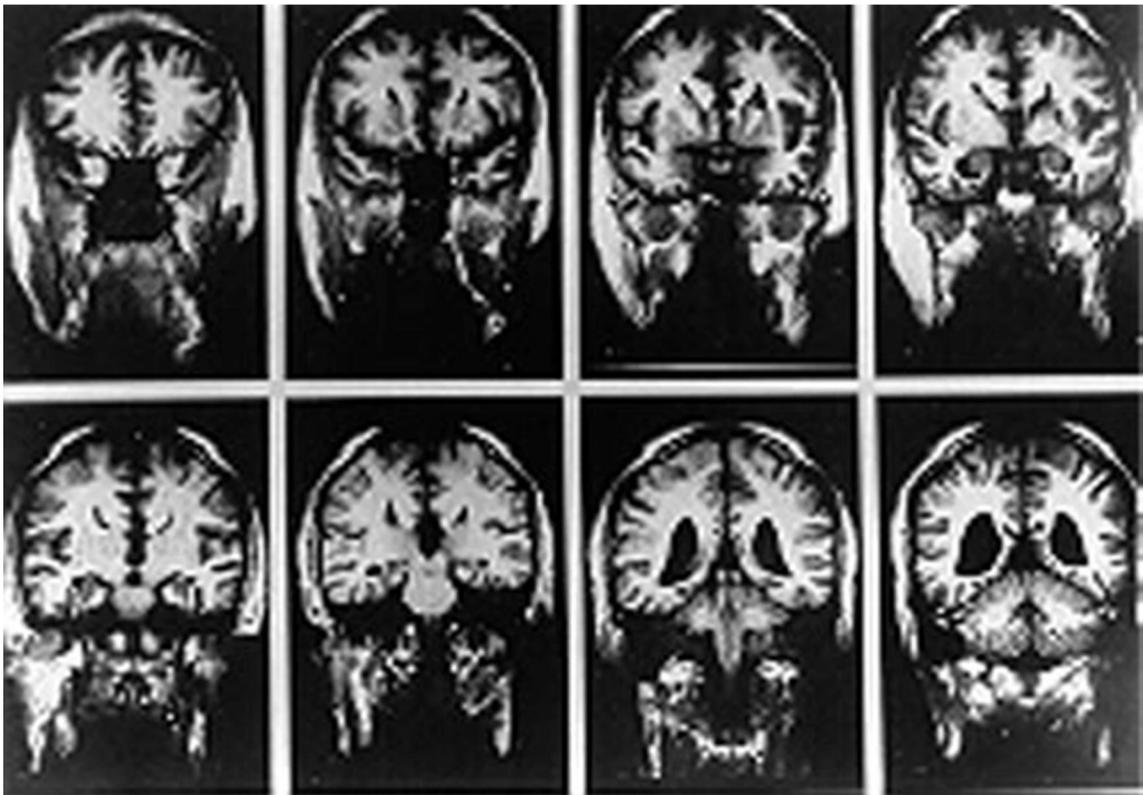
RM, secuencia ponderada en T1. Paciente con esquizofrenia con reducción del tamaño cerebral y aumento del tamaño de los ventrículos cerebrales.
